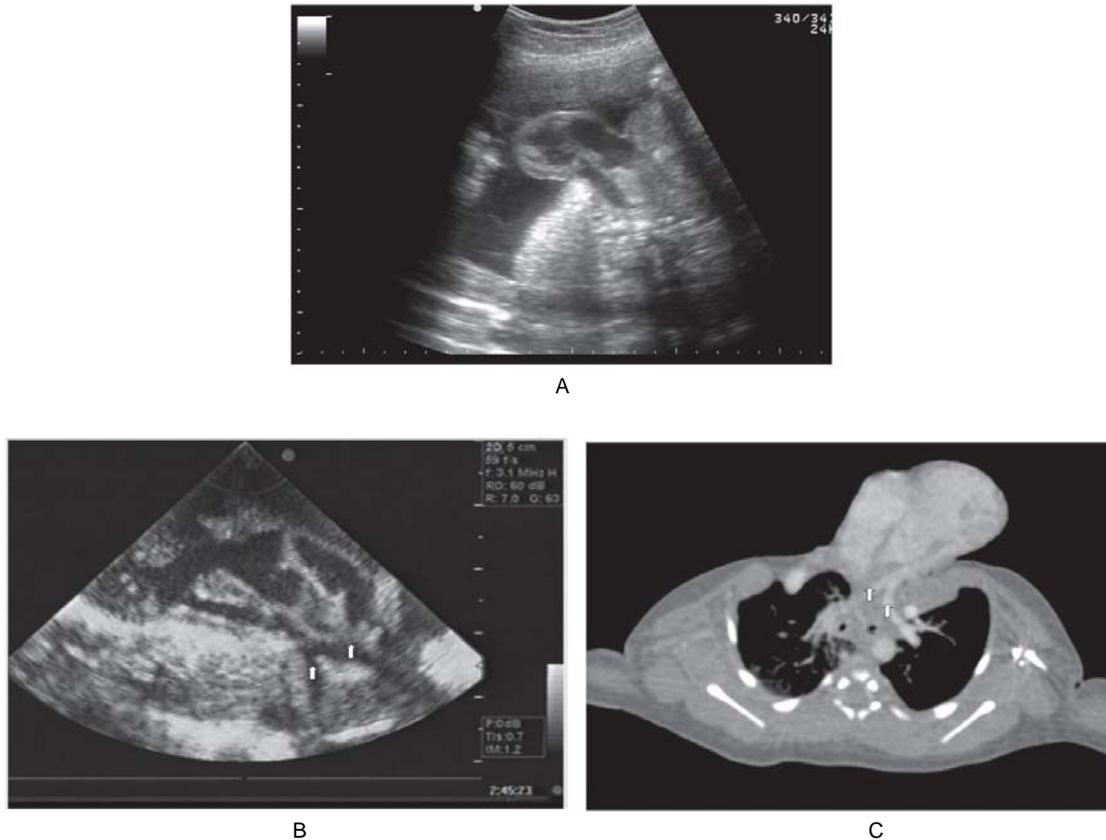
Correlación de las imágenes de ectopia cordis. A) Prenatal. B) Postnatal. Ecocardiograma (hipoplasia arteria pulmonar y sus ramas, ver flechas) C) Tomografía axial computarizada donde se muestra la hipoplasia de la arteria pulmonar y sus ramas (ver flechas).
